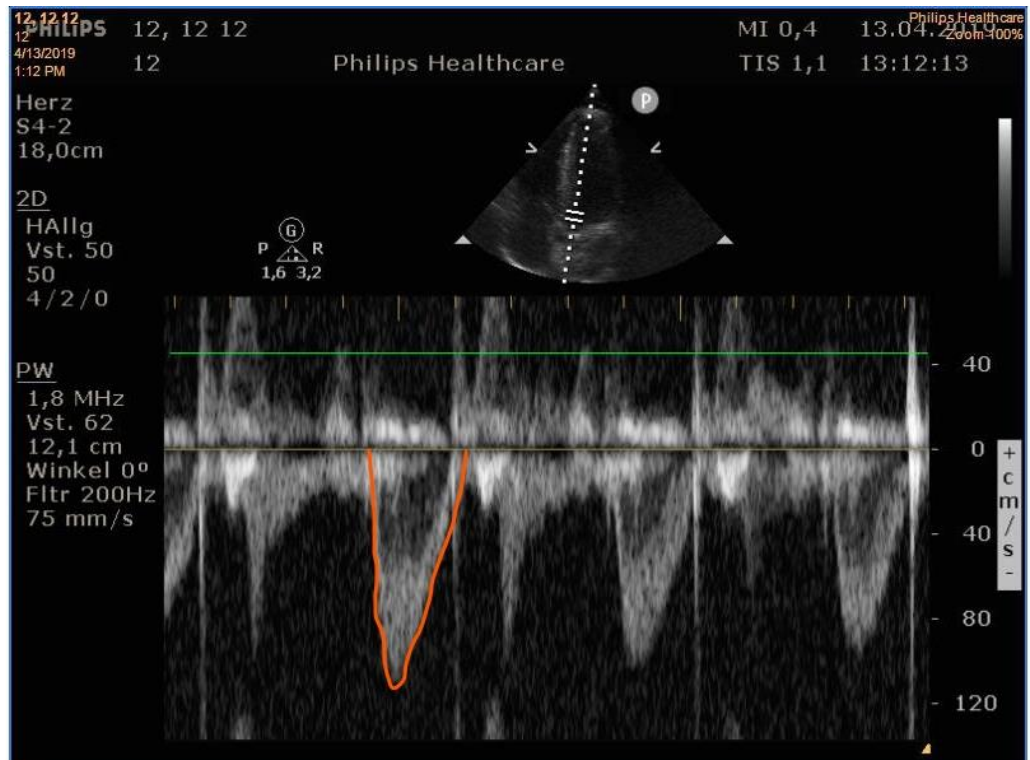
Pulswellen-Doppler über dem LVOT im Fünfkammerblick
